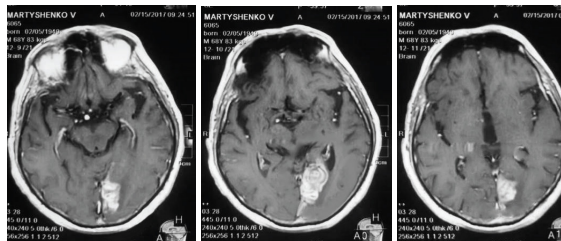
МРТ-снимок: обширный очаг поражения в левой затылочной доле
